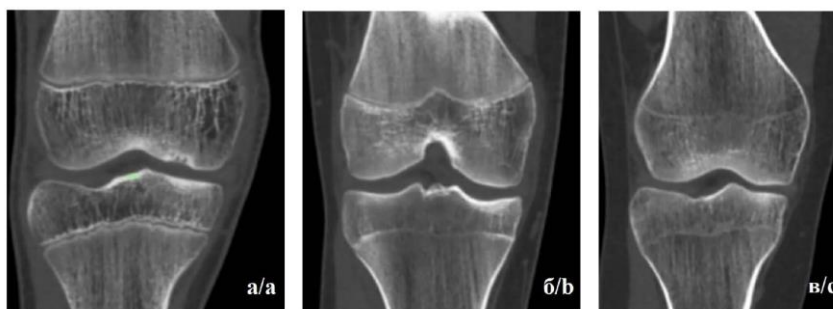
КТ коленного сустава, фронтальная проекция: стадии окостенения дистального эпифиза бедренной кости и проксимального эпифиза большеберцовой кости: а) 1 стадия, б) 2 стадия, в) 3 стадия
